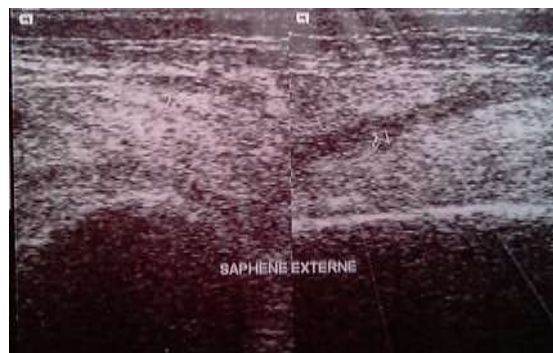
ECHO-DOPPLER MONTRANT UNE THROMBOSE DE LA VEINE SAPHÈNE
